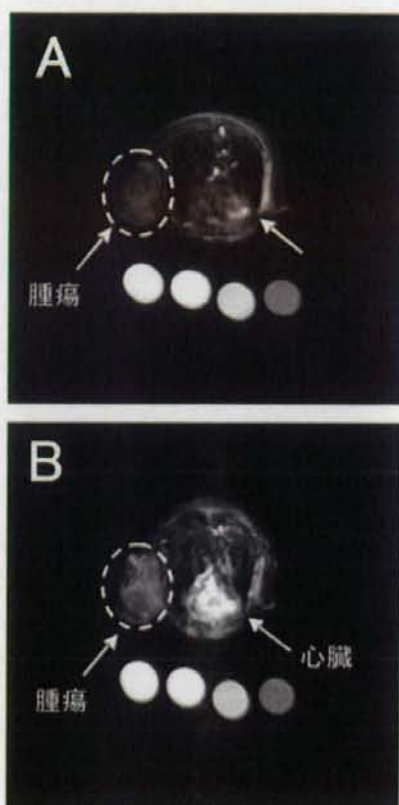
高分子ミセルMRI造影剤投与前と投与24時間後のMRIアキシアルMIP画像(A)投与前、(B)投与24時間後(白枠が腫瘍)
